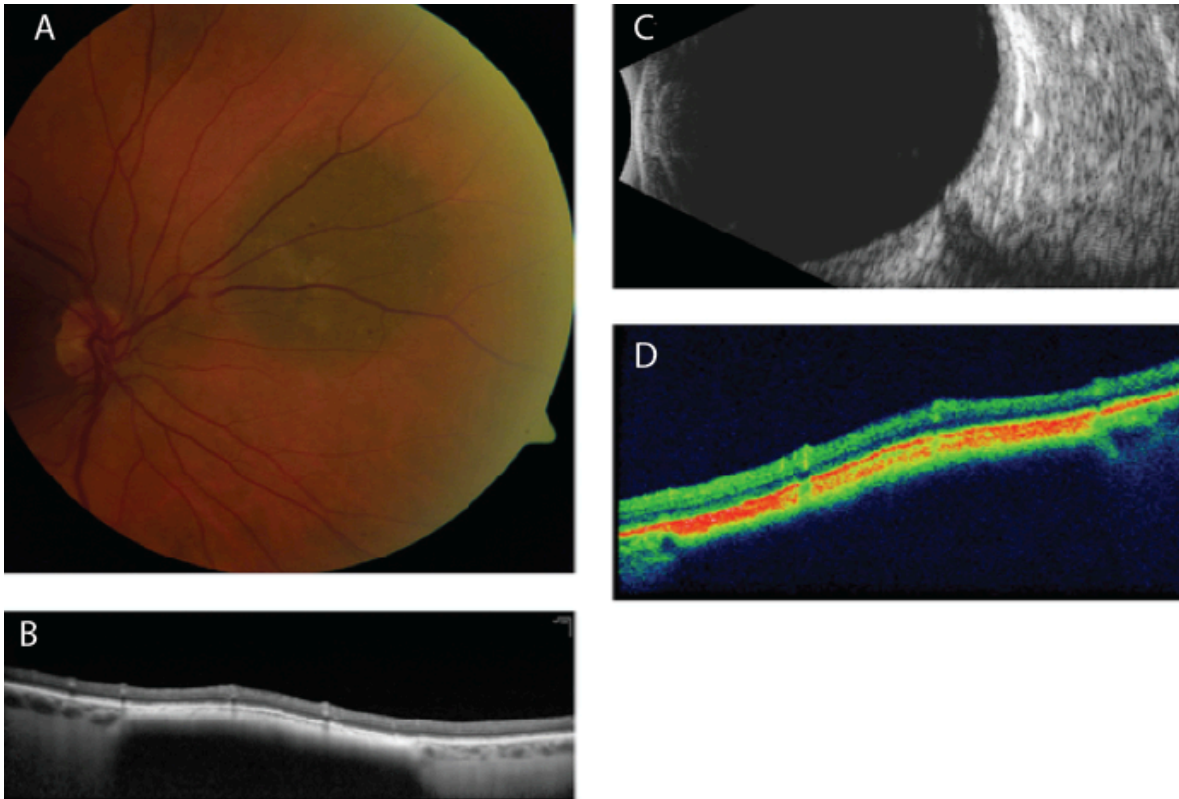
Lesión melanocítica de polo posterior, (A)Retinografía a color, (B) OCT con EDI mostrando con mucho detalle coroides y lesión coroidea, (C) Ultrasonido modo B, el cual no puede detectar la lesión, (D) OCT de dominio espectral a color muestra poco detalle de estructuras por debajo del EPR. (23)
